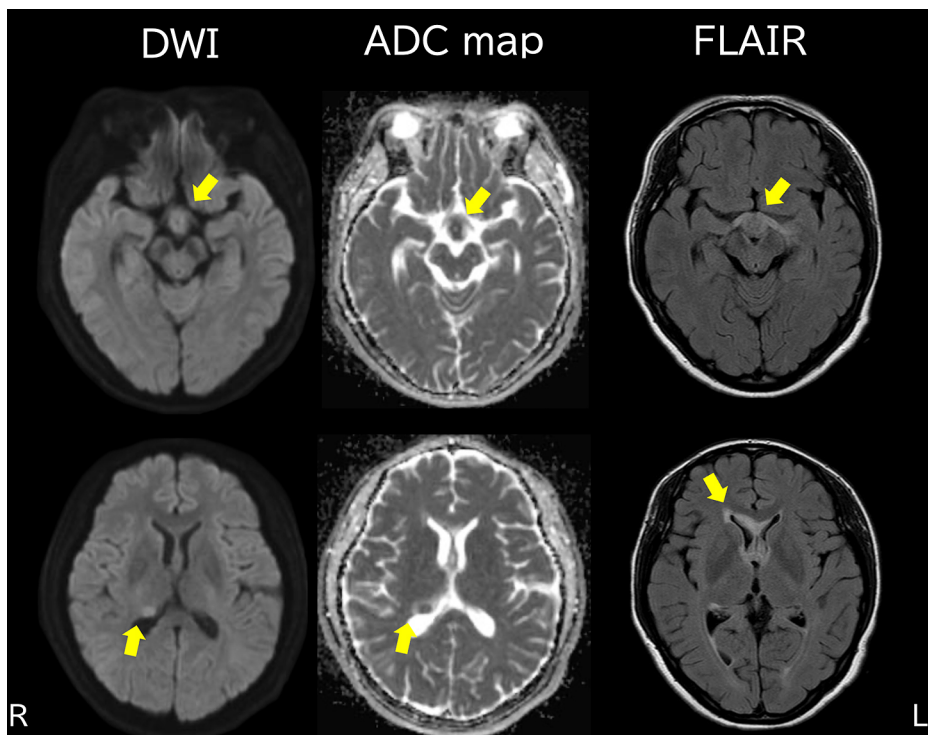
Brain MRI on admission.
